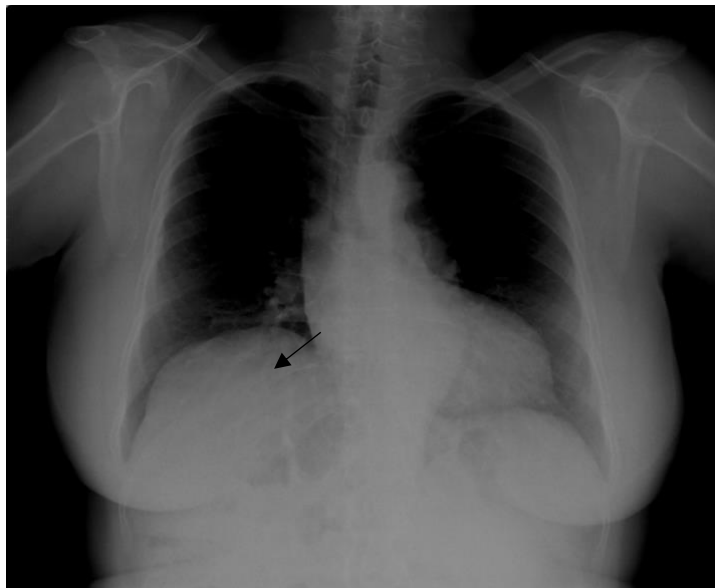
Radiografía de tórax, anteroposterior, elevación del hemidiafragma derecho, con presencia de estructura radiolúcida que corresponde a la flexura cólica (flecha negra).
